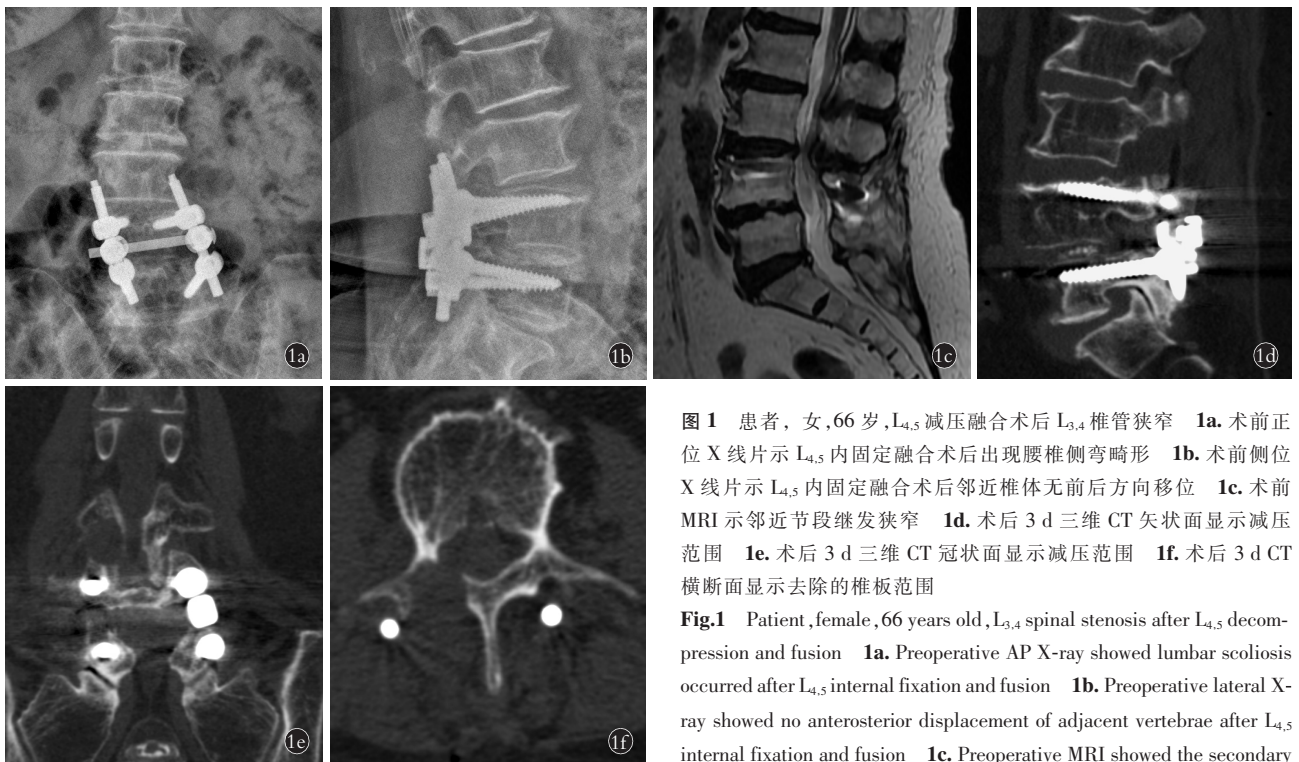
患者,女,66 岁,L_{4,5}减压融合术后 L_{3,4} 椎管狭窄 1a. 术前正位 X 线片示 L_{4,5} 内固定融合术后出现腰椎侧弯畸形 1b. 术前侧位 X 线片示 L_{4,5} 内固定融合术后邻近椎体无前后方向移位 1c. 术前 MRI 示邻近节段继发狭窄 1d. 术后 3 d 三维 CT 矢状面显示减压范围 1e. 术后 3 d 三维 CT 冠状面显示减压范围 1f. 术后 3 d CT 横断面显示去除的椎板范围
